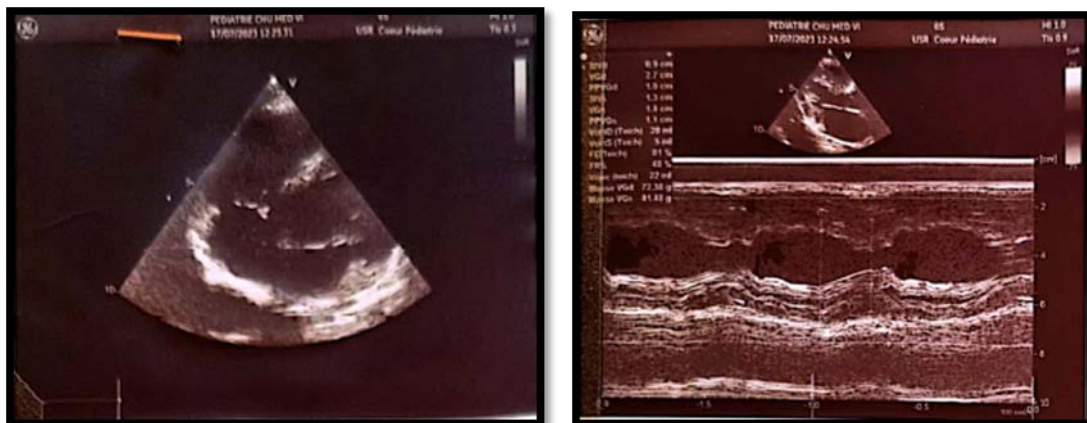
échocardiographie doppler couleur
